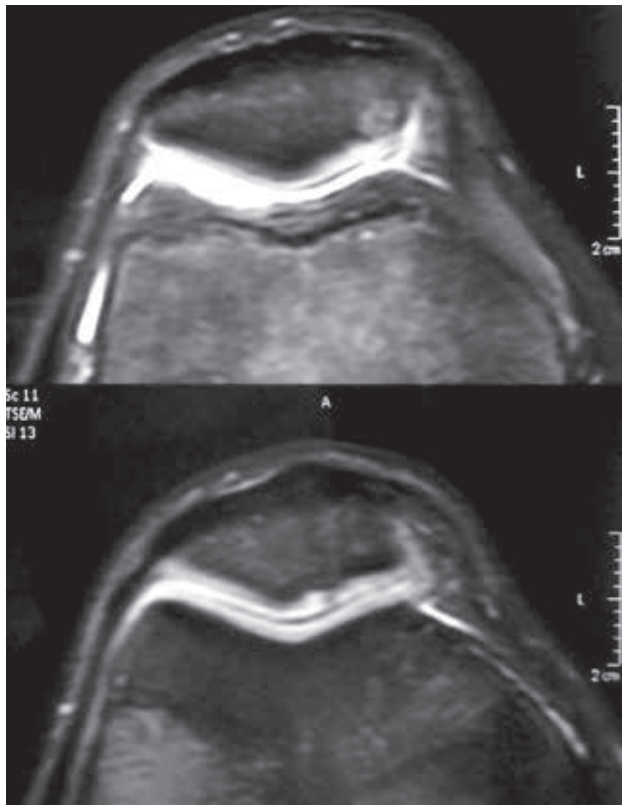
Control RMN 4 meses postoperatorio.
